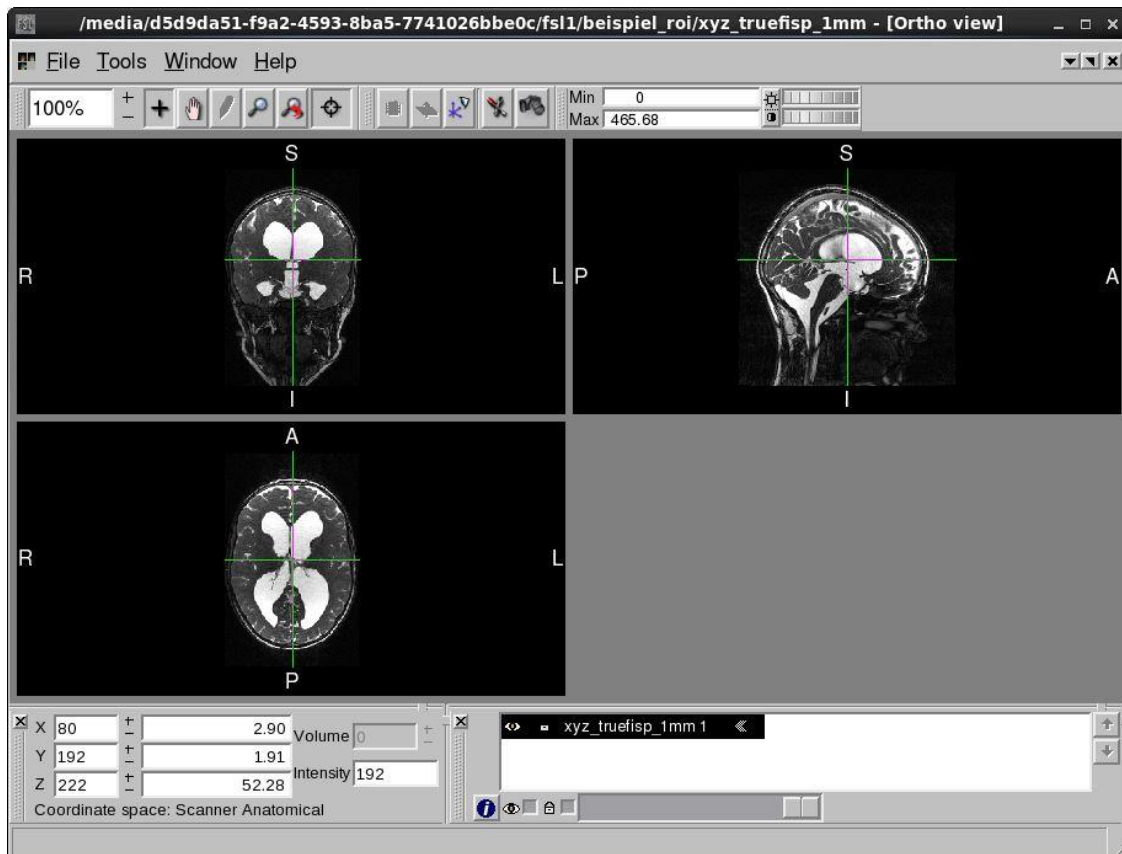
FSL-View. Mithilfe des Tools FSLView können MRT-Datensätze betrachtet werden. Dabei wird die coronare Ansicht links oben, die sagittale rechts oben und die axiale links unten angezeigt. Dabei zeigen die jeweiligen Buchstaben die räumliche Orientierung an und bedeuten L=links, R=rechts, A=anterior, P=posterior, S=superior und I=inferior. Die Navigation gelingt mit der Maus, wobei das grüne Fadenkreuz durch die Koordinaten X, Y und Z im dreidimensionalen Raum abgebildet wird. Dieses ist beispielhaft am Dach des dritten Ventrikels auf Höhe der Foramina Monroi platziert, um so die Vorgehensweise zur manuellen Bestimmung der axialen Ebene aufzuzeigen. Durch Ablesen der Z-Koordinate (hier 222) kann dann mit dem Befehl „fslroi“ im Terminal die Ebene exakt bestimmt werden; die genaue Funktionsweise wird gesondert dargestellt. Schwarz hinterlegt wird rechts unten der Dateiname „xyz_truefisp_1mm“ des Beispieldatensatzes angezeigt.
